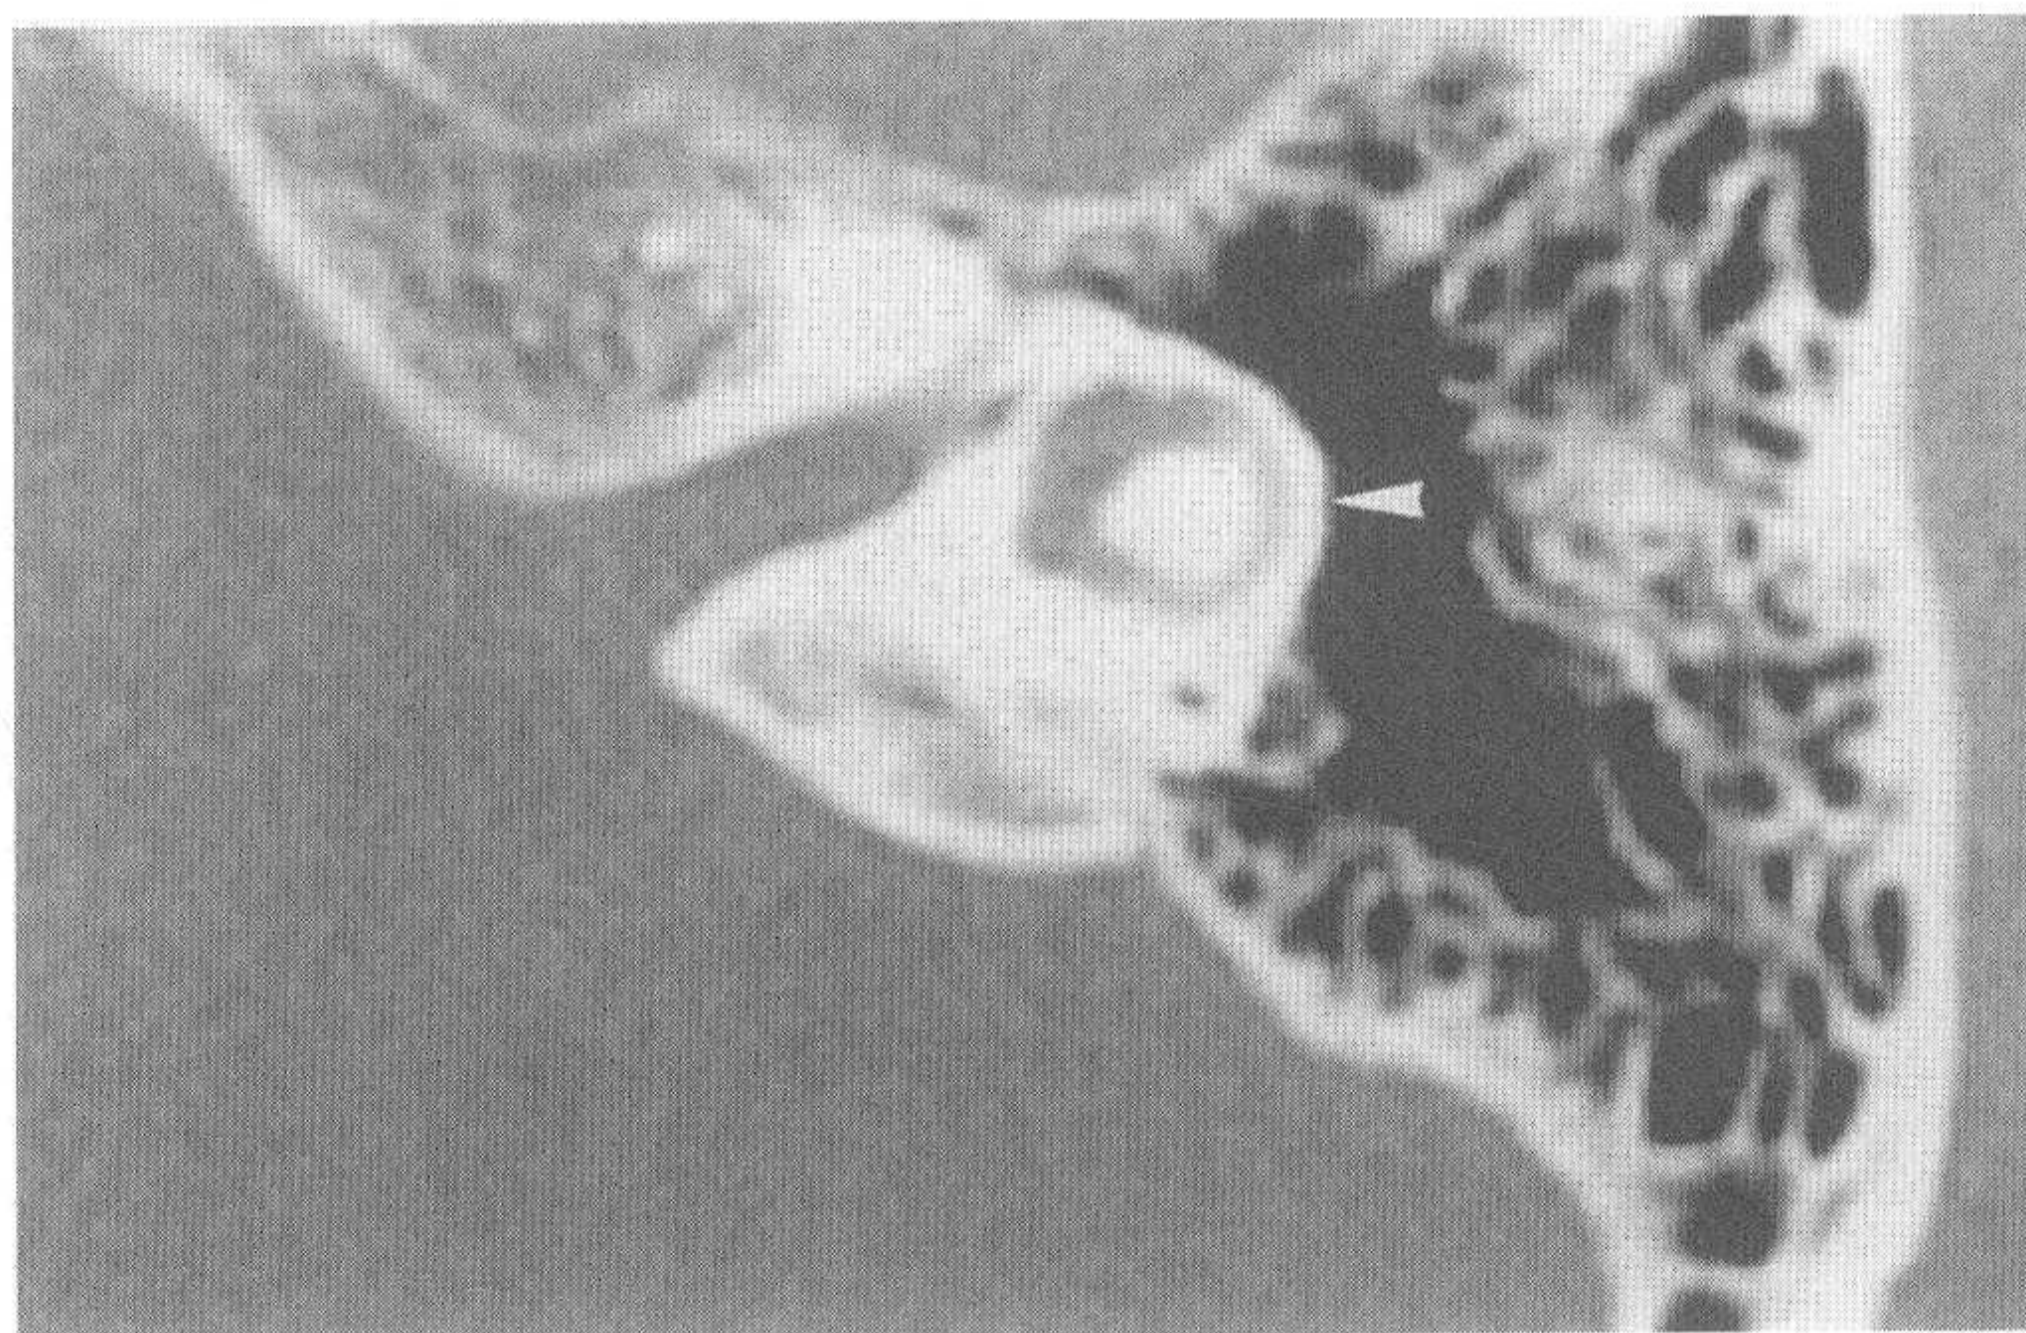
对应正常颞骨CT图像 (小箭头示水平半规管)
